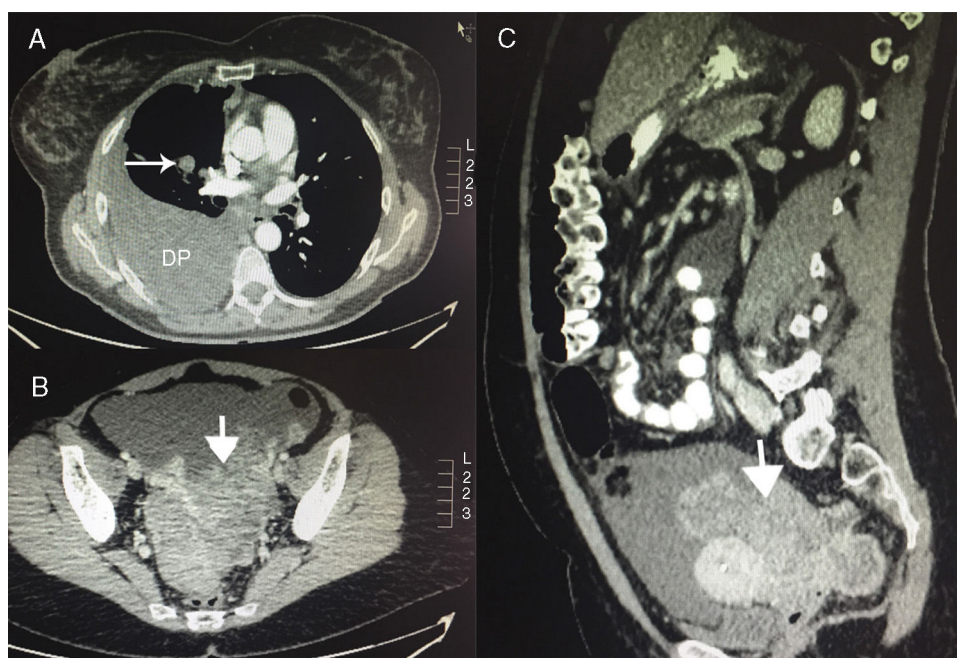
TAC del tumor de Krukenberg. A) Corte axial de la TAC a nivel del tórax donde se observa el derrame pleural (DP) derecho y un nódulo pulmonar parahiliar derecho. B) Corte axial de la TAC a nivel de pelvis donde se observa la masa pélvica. C) Corte sagital de la TAC donde se visualiza la masa pélvica.
